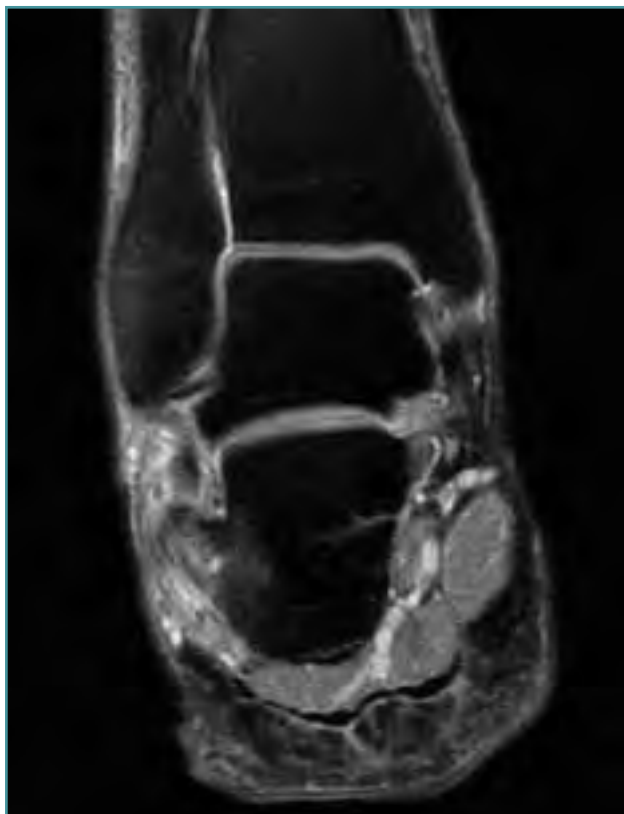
RM en que se objetiva ruptura longitudinal del peroneo corto.
